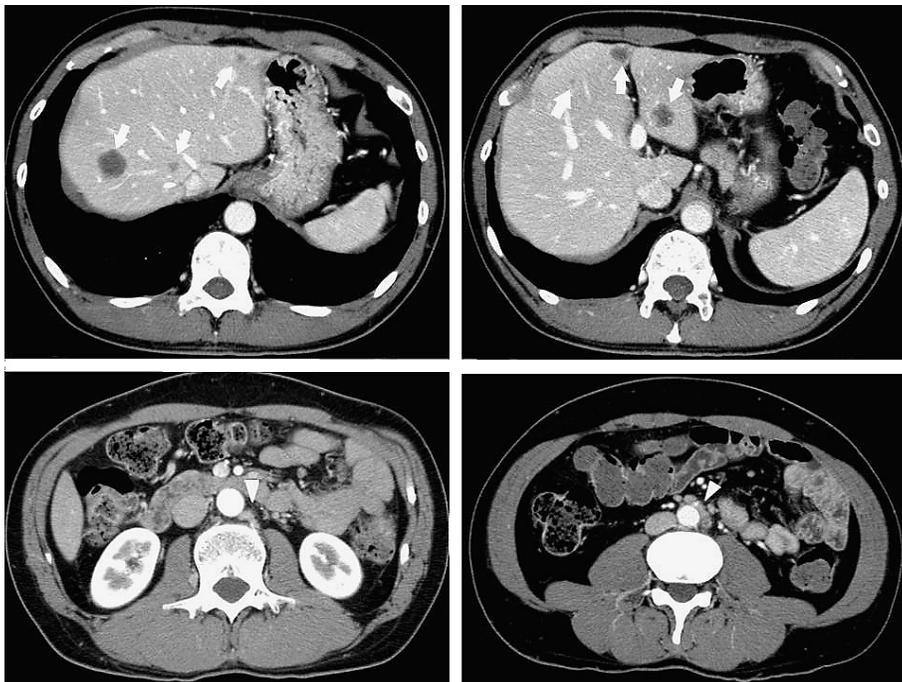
CT検査にて肝両葉に多発肝転移(矢印)，多発リンパ節転移(矢頭)指摘。上部直腸から直腸S状部にかけて右壁中心に壁肥厚を認めた。
